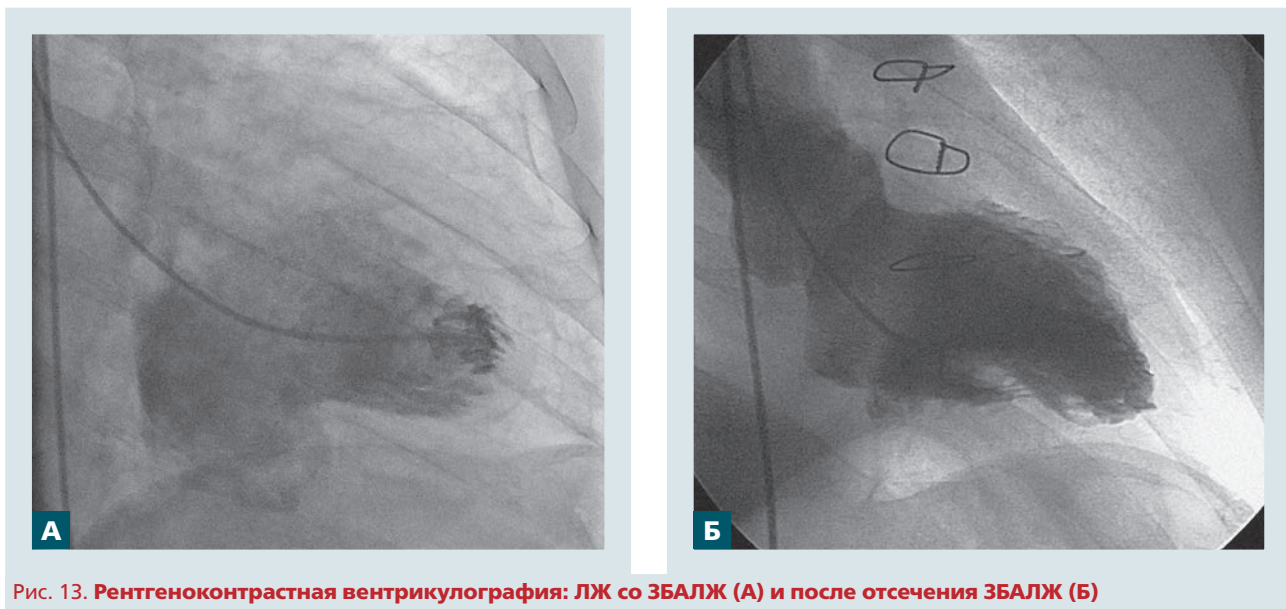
Рентгеноконтрастная вентрикулография: ЛЖ со ЗБАЛЖ (А) и после отсечения ЗБАЛЖ (Б)
